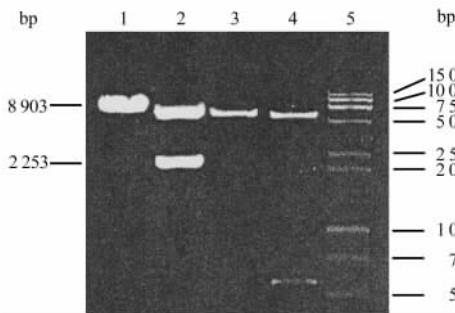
pIRES-PSMA-mGM-CSF 和 pIRES-mGM-CSF 的酶切鉴定
